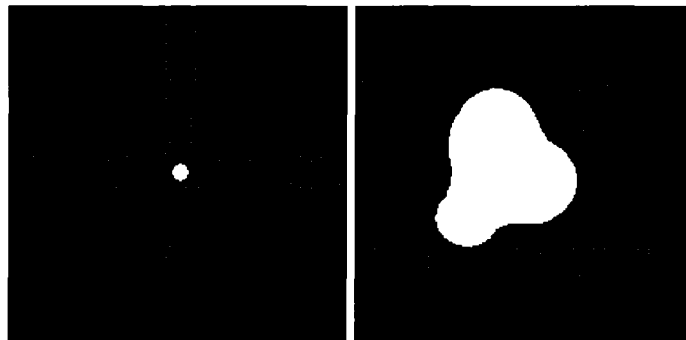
Optimisation de la méthode CT à l'aide d'une boîte
